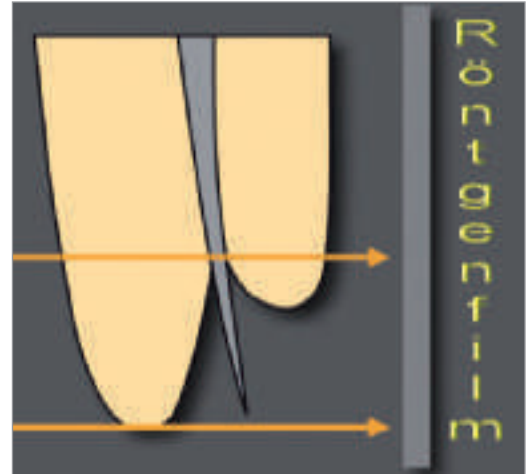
Bei fehlender Übereinstimmung zwischen radiologischem Apex und physiologischem Foramen würde die Feststellung der Arbeitslänge nur anhand der Röntgenaufnahme zur Überinstrumentierung und möglicherweise zum Misserfolg führen.
